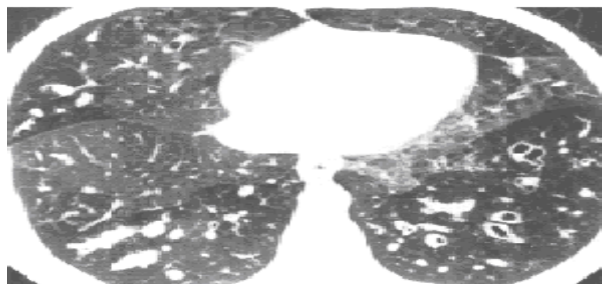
КТ ОГК больного с острым бронхолитом, выполненная на вдохе: визуализированы бронхоэктазы и «мозаичная олигемия (перфузия)»
